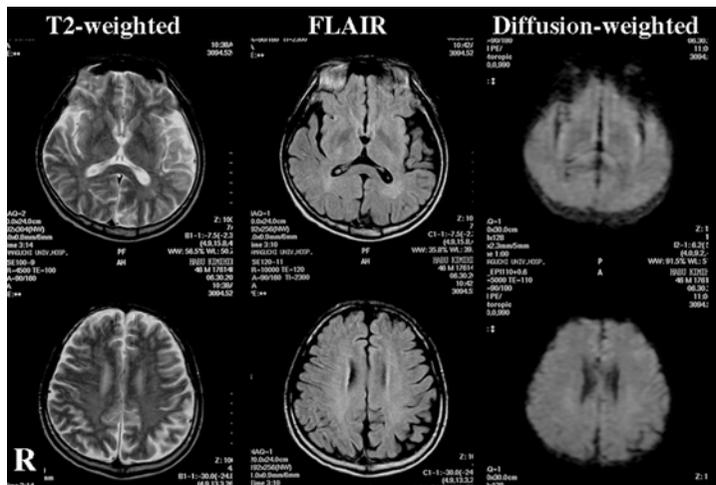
孤発性視床型 CJD MRI (8 months from onset)
